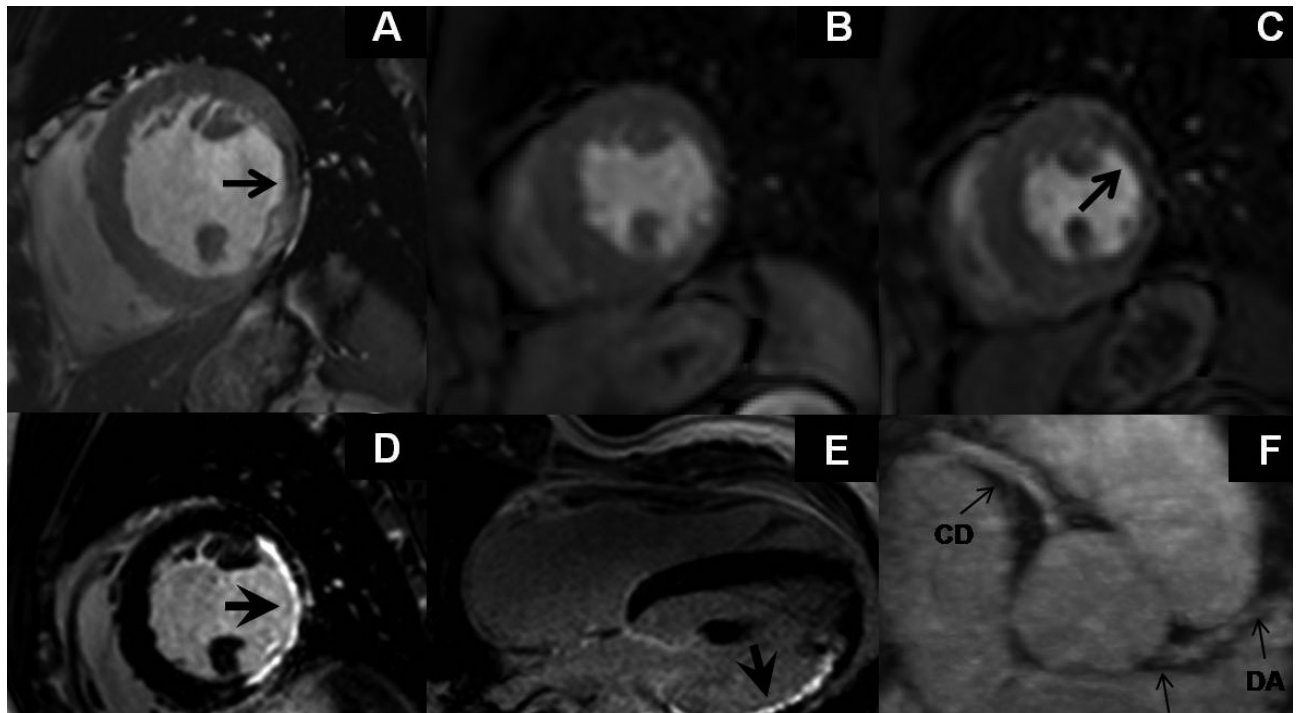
Ejemplo de una resonancia magnética cardíaca en un paciente con cardiopatía isquémica. Las secuencias de cine (A) mostraron disfunción sistólica con adelgazamiento del miocardio en la cara lateral (flecha). Las secuencias de perfusión en reposo (B) y tras administración de adenosina (C), pusieron de manifiesto un defecto de perfusión en la cara lateral que desaparecía en reposo (flecha) sugestivo de isquemia peri-infarto. El realce tardío (D y E) muestra una zona de necrosis en ese mismo territorio (flecha). La visualización de las arterias coronarias (F) permitió descartar enfermedad significativa en el tronco común (TC) y a nivel proximal de la descendente anterior (DA) y coronaria derecha (CD).
